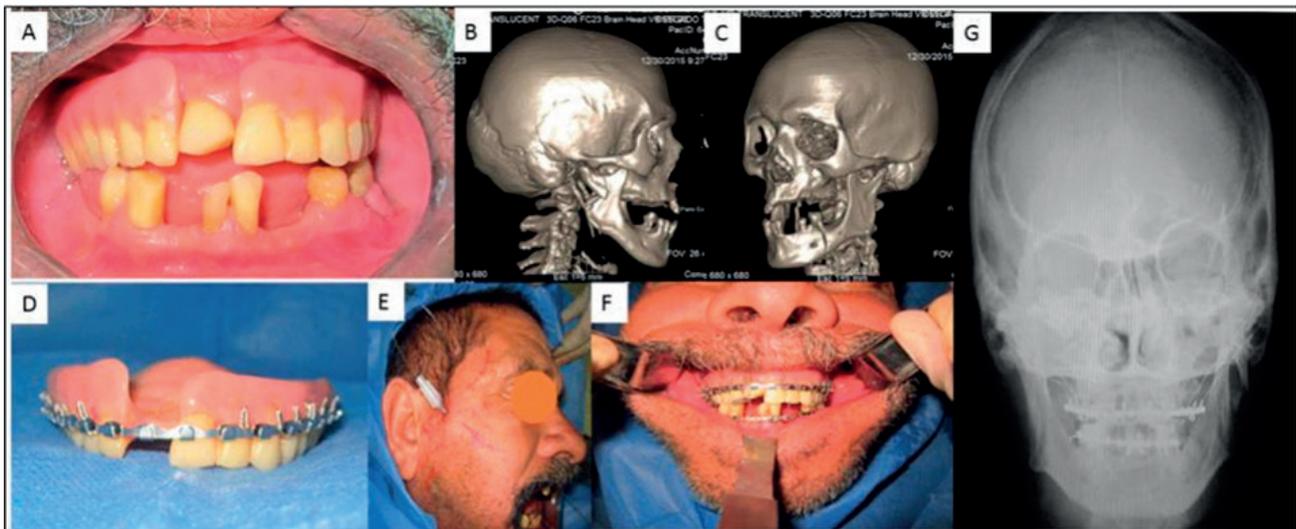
Caso clínico 5. A) Fotografía intraoral con edentulismo parcial bimaxilar, prótesis removible maxilar en buenas condiciones. B-C) Fotografía de tomografía computarizada de macizo facial en volumetría 3D con evidencia de pérdida de la continuidad del tejido óseo a nivel subcondilar derecho y cuerpo mandibular izquierdo. D-E) Confección de férula tipo Gunning modificada y posterior FMM mediante suspensiones óseas con alambrado tipo circumcigomático y circummandibulares. F) Fotografía intraoral con evidencia de oclusión estable mediante la FMM. G) Imagenología tipo OPG donde se evidencia imágenes compatibles material de osteosíntesis tipo alambre y de FMM.
